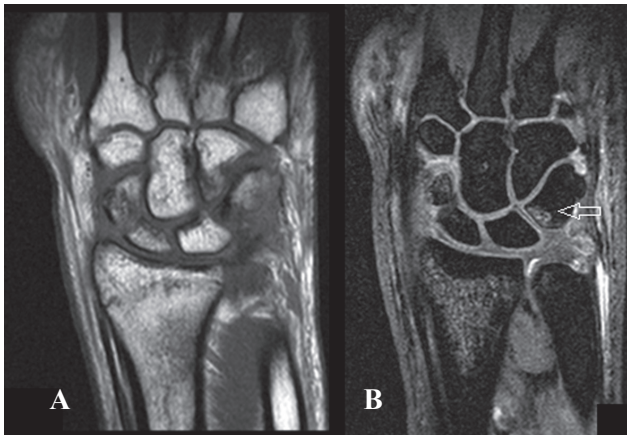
RM do punho no plano coronal com imagens ponderadas em T1 A) e ponderadas em T2 B) com aumento do sinal sugestivo de lesão do ligamento lunopiramidal (seta).
